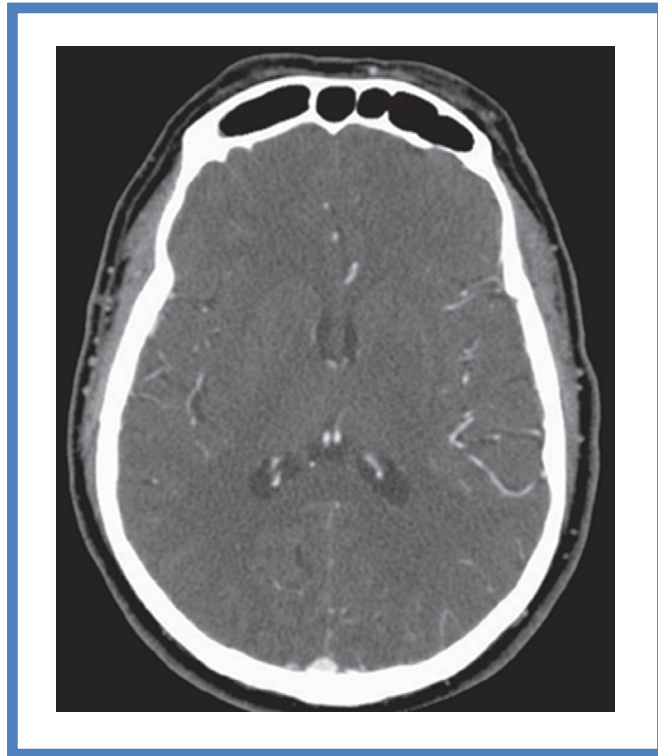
Imagen de la circulación colateral evaluada mediante CTA. En esta imagen se ve mayor relleno de las arterias colaterales leptomeningeadas si se comparan con el lado contralateral, en un paciente con una oclusión aguda de la arteria cerebral media izquierda.
